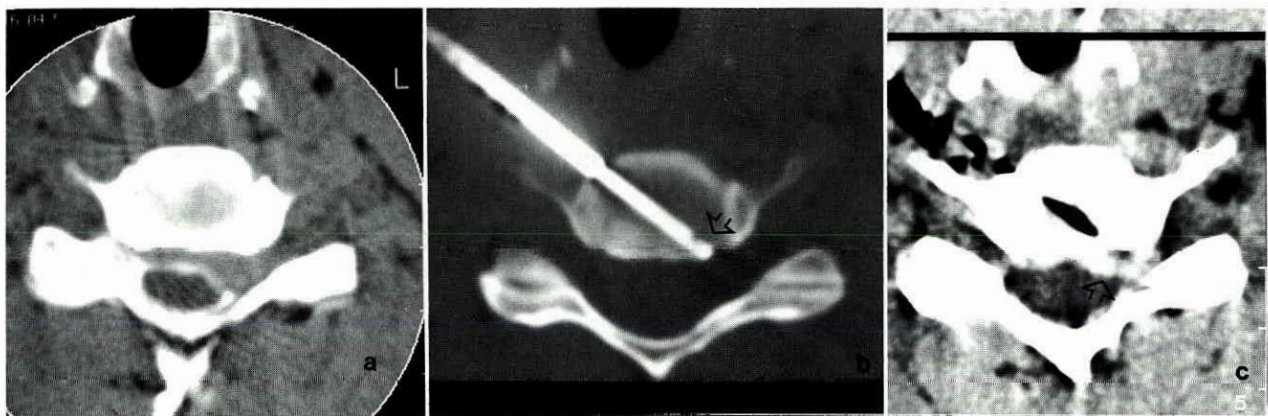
Myelo-CT eines großen Bandscheibenvorfalles HWK 5/6 links (a); die Nukleotomkanüle (⇨) befindet sich unmittelbar vor dem Prolaps (b); nach der Nukleotomie läßt die Bandscheibe Lufteinschlüsse erkennen, der Venenplexus wölbt sich anstelle des zuvor vorhandenen Prolaps (⇨) noch etwas vor (c)
